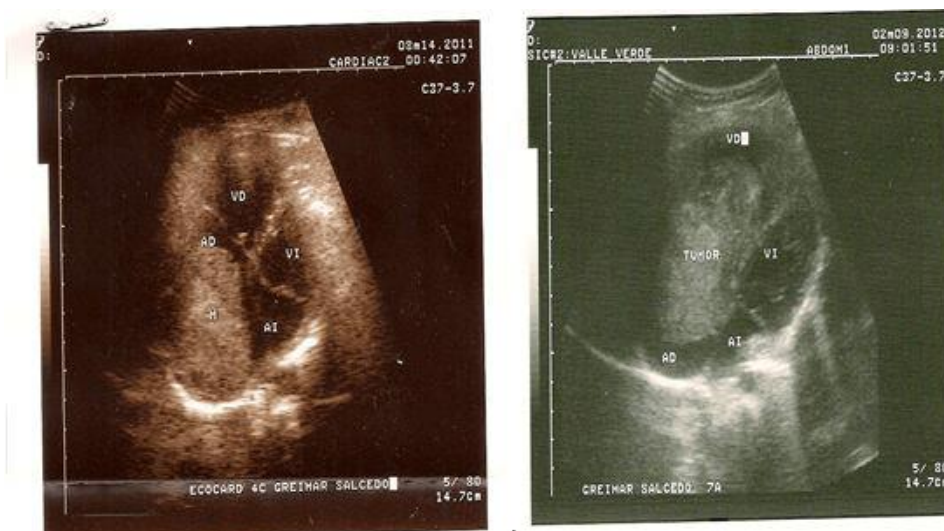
Masa tumoral en atrio derecho en ecocardiografía
